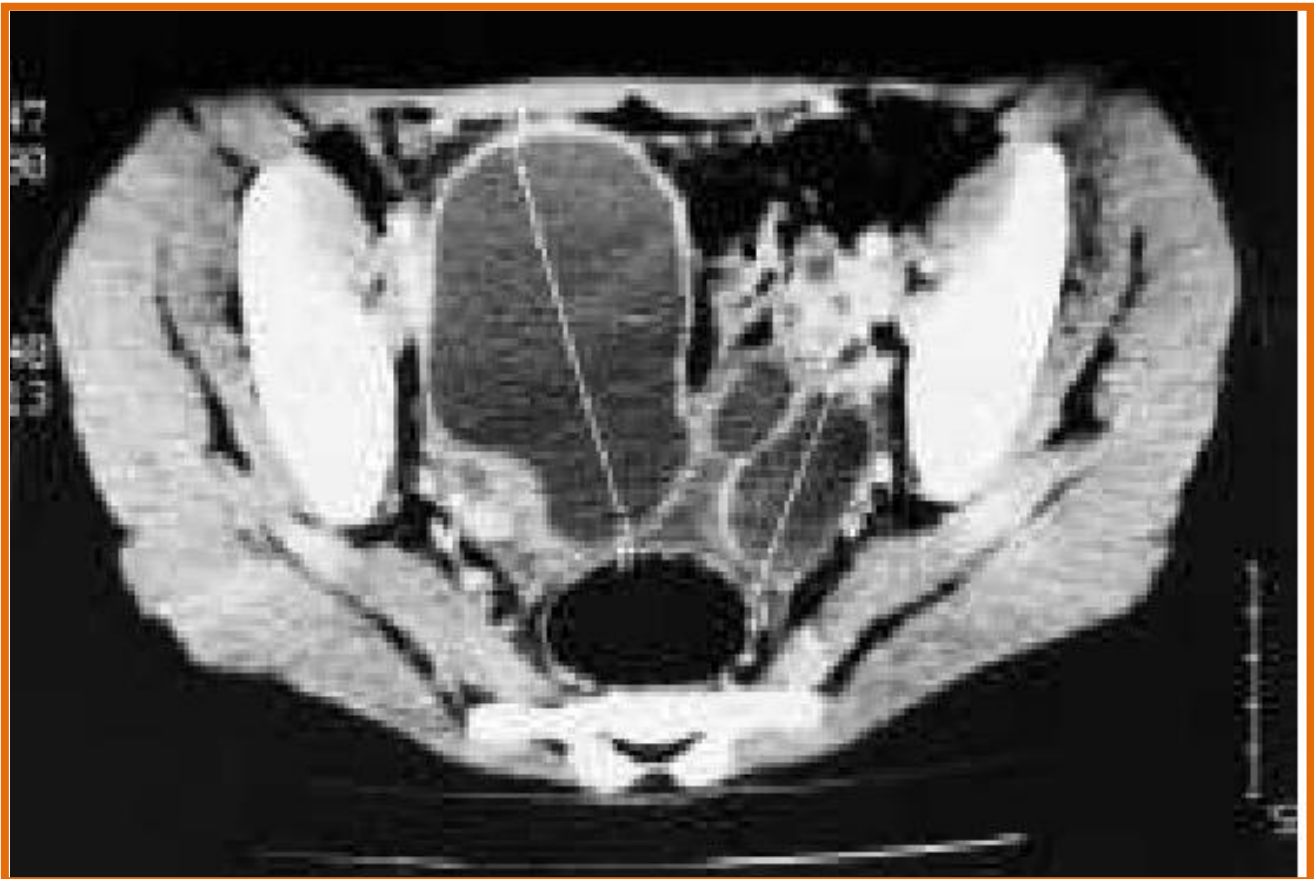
TDM pelvienne montre des formations kystiques cloisonnées
